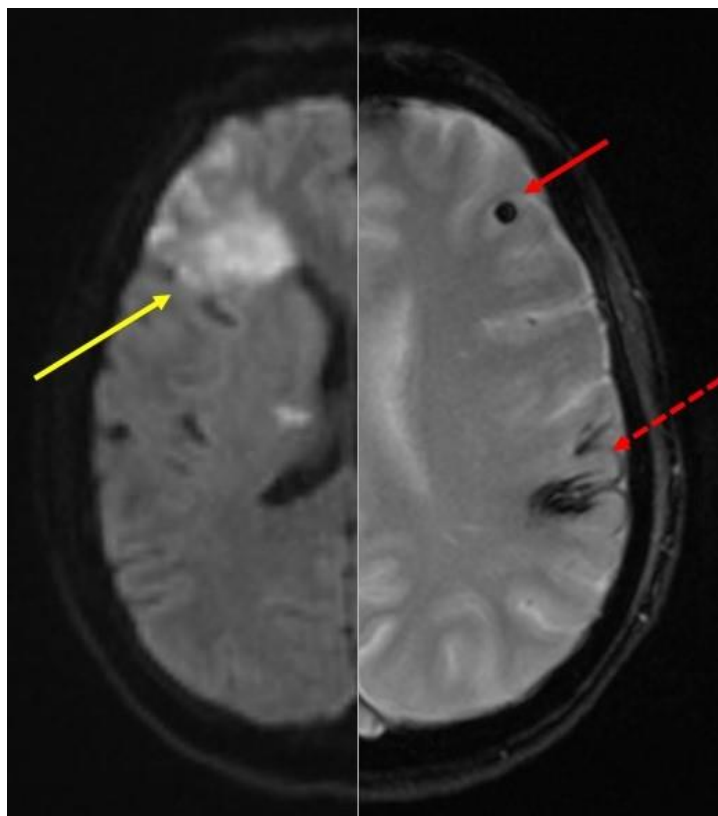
Паттерн сочетания кортикально-субкортикального инфаркта (желтая стрелка указывает на острые ишемические изменения на МРТ-DWI) и церебральных микрокровоизлияний (сплошная красная стрелка) или субарахнодального кровоизлияния (пунктирная красная стрелка)
